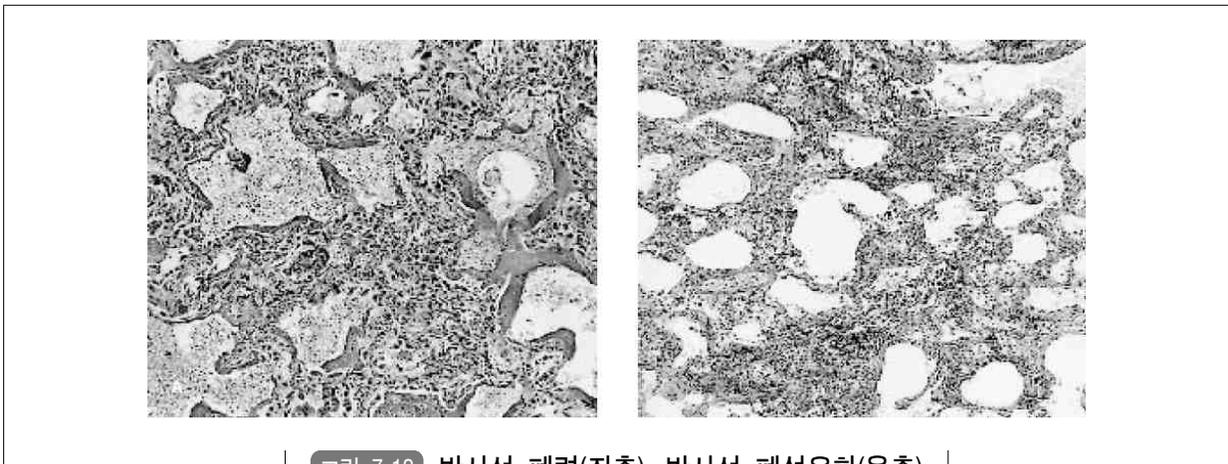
방사선 폐렴(좌측), 방사선 폐섬유화(우측)
